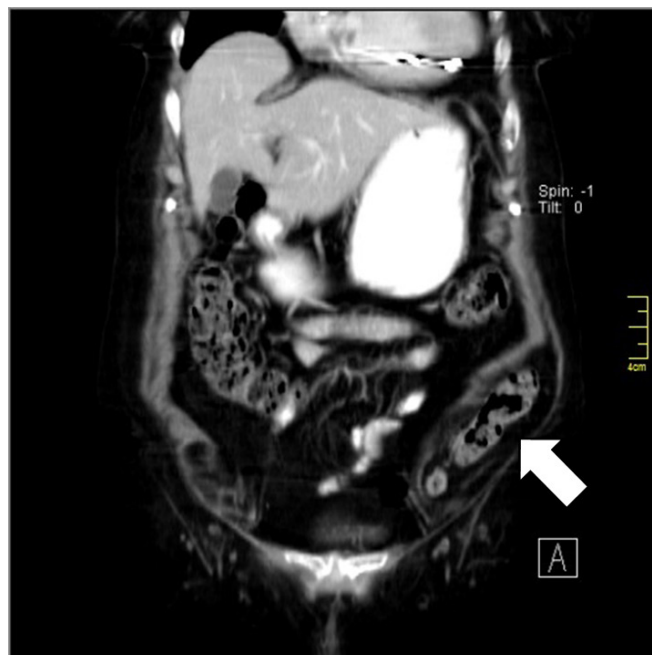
Imagem de TC em plano axial. Seta branca marca o defeito na aponevrose com identificação de ansa intestinal a atravessá-lo
